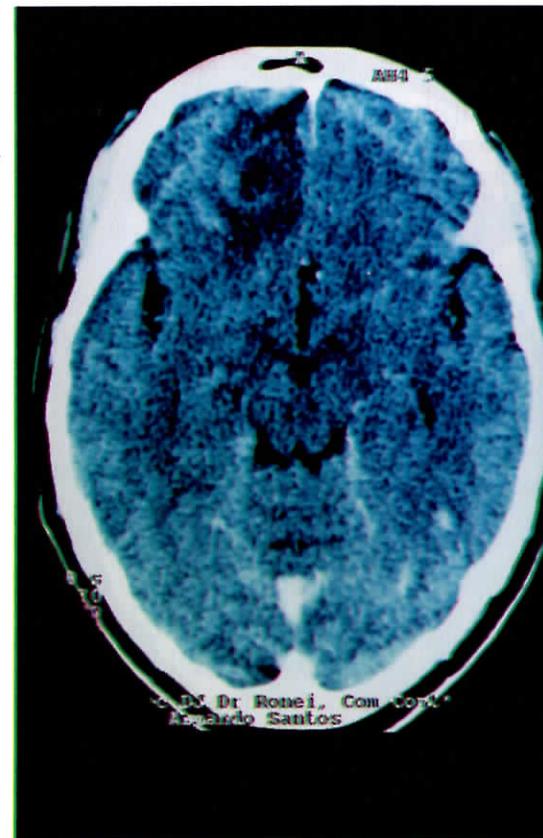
Tomografia computadorizada do crânio mostrando lesões hipodensas, nodulares, em região frontal direita (com realce anelar ao contraste e edema), em região temporal direita e lesão em transição parieto-occipital esquerda
